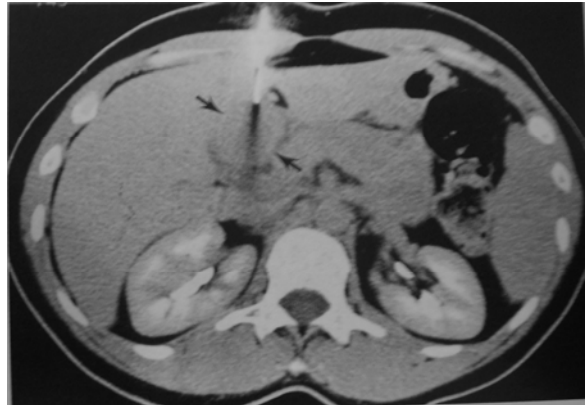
Biopsia hepática guiada por TC.
